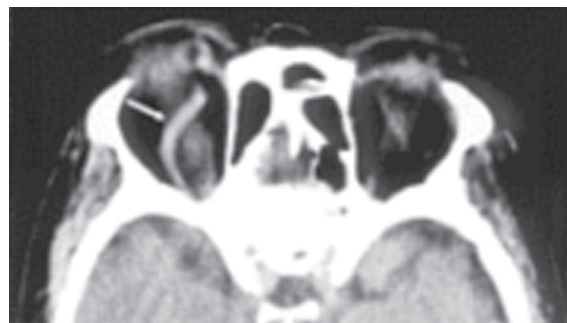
TC - Órbitas (dilatação da VOS).
